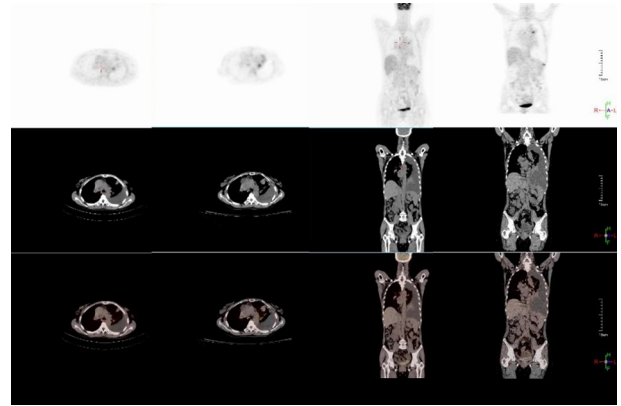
RAY-SCAN 64 PET/CT与国外某公司2的临床图像对比,其中a1, a2, a3分别为锐视康公司的PET, CT, PET-CT的横断面图像, b1, b2, b3分别为国外某公司2的PET, CT, PET-CT的横断面图像, c1, c2, c3分别为锐视康公司的PET, CT, PET-CT的冠状面图像, d1, d2, d3分别为国外某公司2的PET, CT, PET-CT的冠状面图像。
